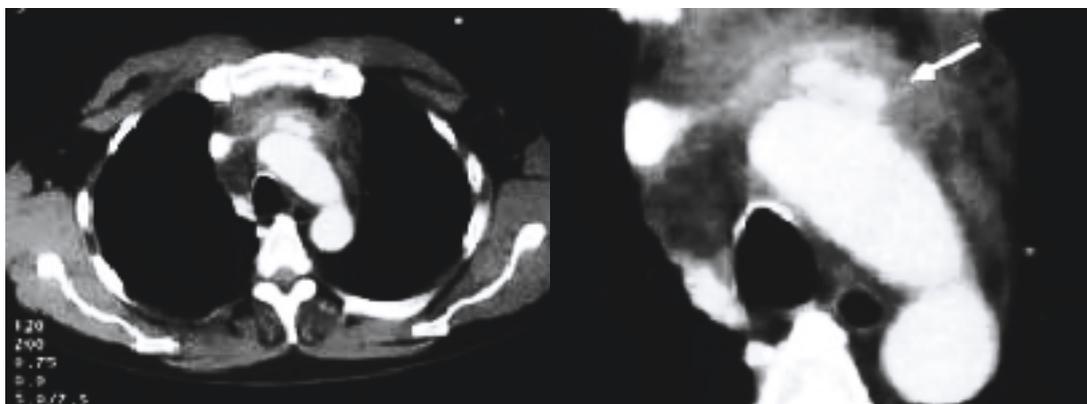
TAC con evidencias de lesión aórtica (leaking) bajo arco aórtico. b: Mayor aumento, lesión indicada por flecha.
